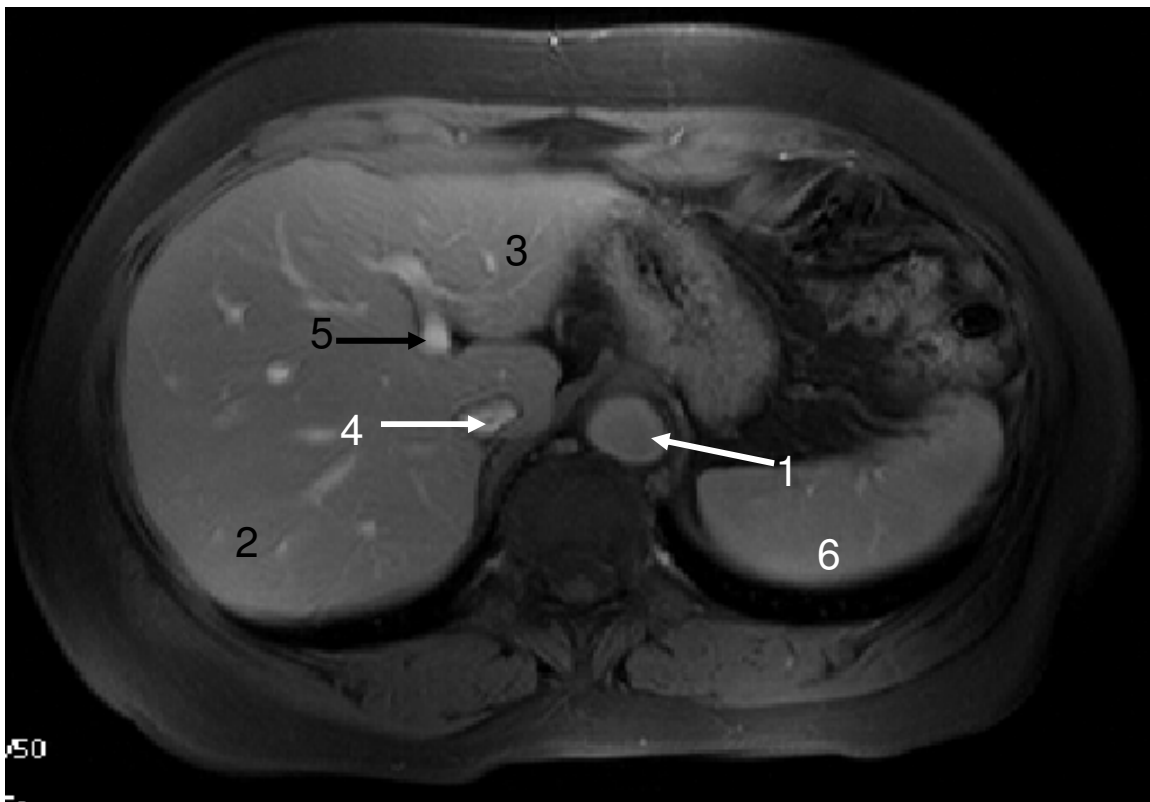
Gesunde Leber; Sequenz: TR 120 TE 2,1, MRT 3; venöse Phase, 1 Aorta; 2 rechter Leberlappen; 3 linker Leberlappen; 4 Vena cava inferior; 5 Lebervenen; 6 Milz
